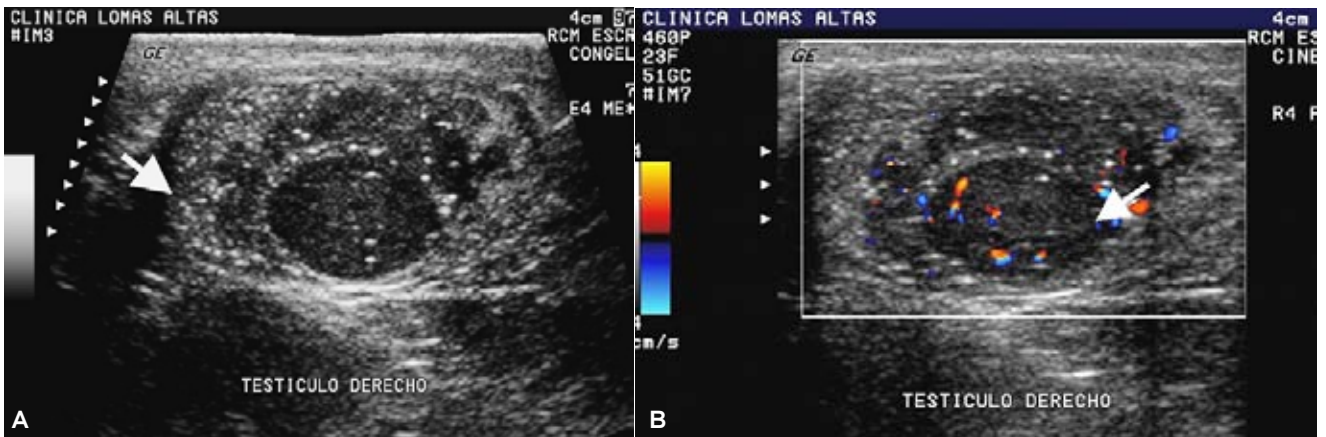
Microlitiasis (flechas). Testículo derecho con tumor seminomatoso (flechas). A) Corte longitudinal. B) Corte transversal con Doppler color.
